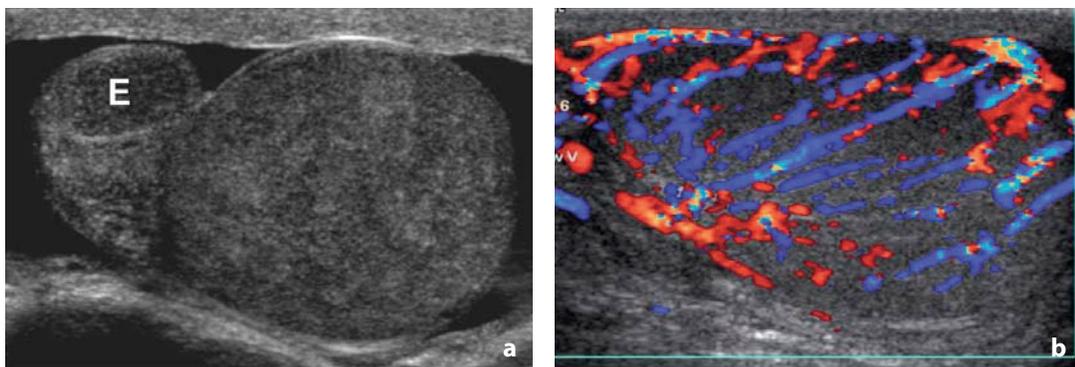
Orchiepididimite. a Si osserva lieve aumento di volume della testa epididimaria (E) e del didimo, che presenta aspetto ipocogeno e disomogeneo. b Il controllo color-Doppler dimostra ipervascolarizzazione diffusa
